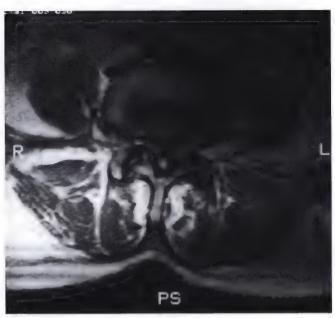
Vue axiale de l'IRM de la colonne lombaire au niveau L4-L5.
